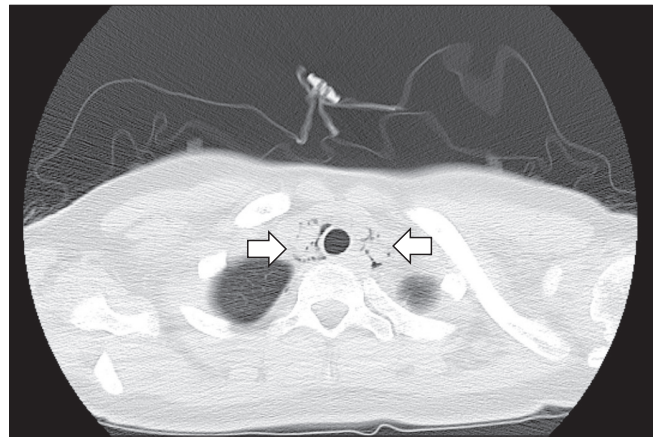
Chest computed tomography (CT) findings on admission. An axial CT image shows diffuse pneumomediastinum around neck, esophagus, aorta and trachea (arrow).
